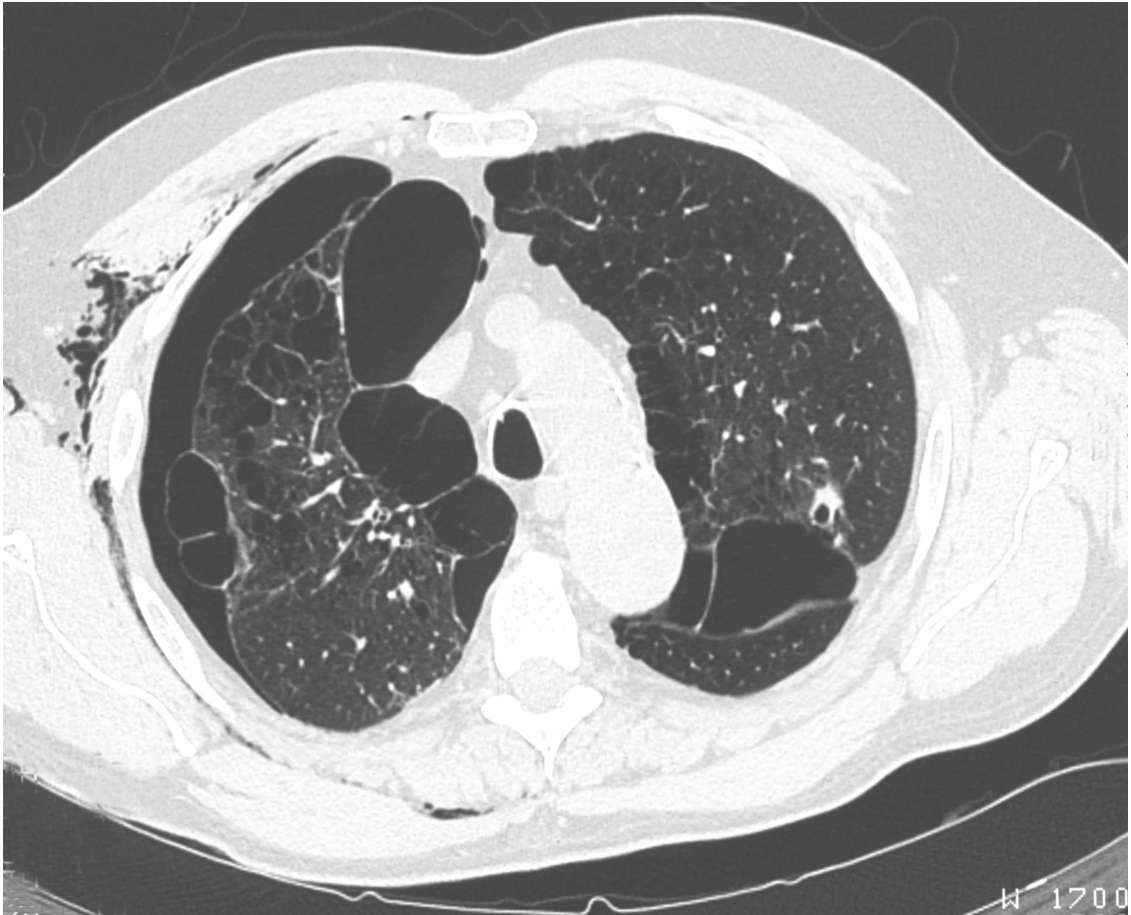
69jähriger Patient, HRCT 2/10 mm. Erstereignis eines Spontanpneumothorax rechts. Deutlicher Restpneumothorax rechts ca. 1,5 cm breit. In beiden Oberlappen multiple bis 5 cm große Bulla.
